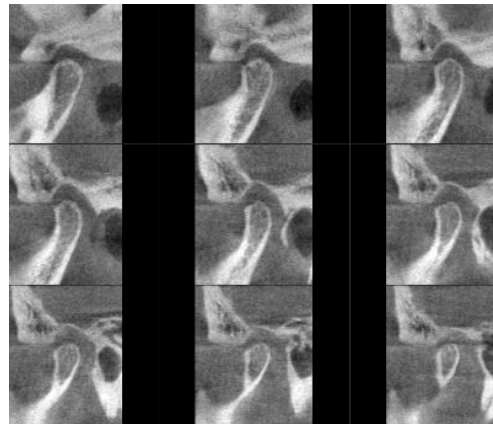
CBCT 시상면 3*3 소견으로 골침식, 골극 상이 보이거나 골변화 피질골에 국한되어 나타나는 “골변화 있음”을 보이는 사진
